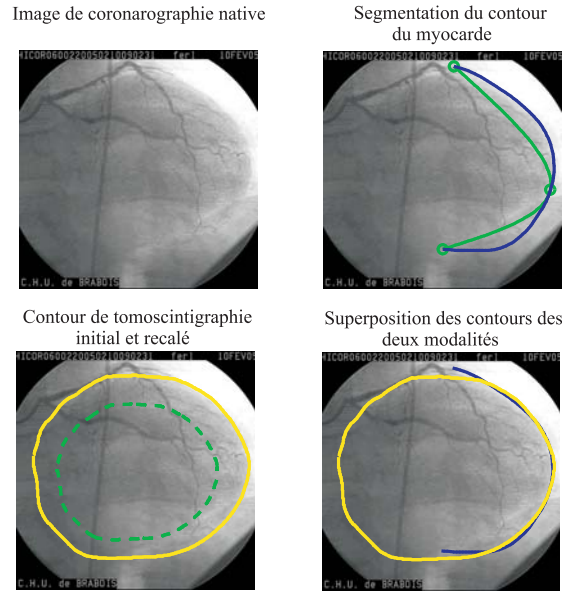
Résultats de la segmentation et du recalage pour l'incidence 1 du patient 25. Pour cette incidence, nous obtenons une bonne segmentation du contour myocardique. Nous pouvons constater visuellement une projection du volume de tomoscintigraphie parfaitement ajusté aux limites réelles du cœur.
